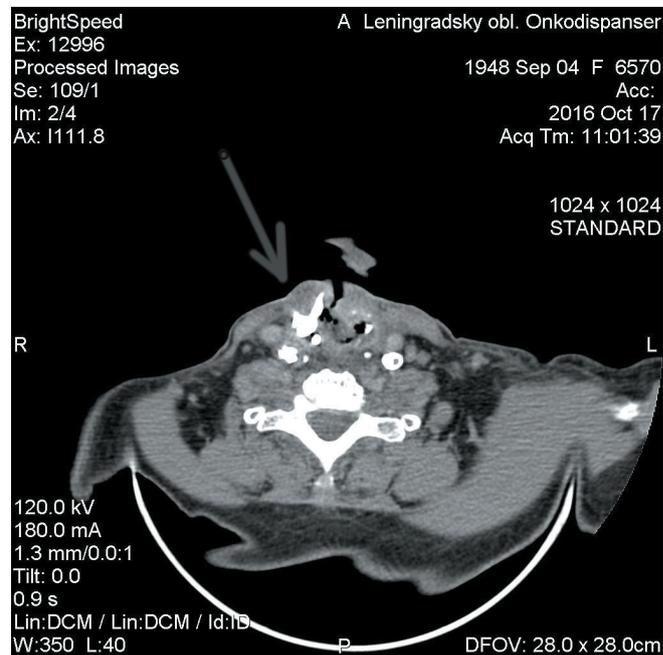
Компьютерная томография пациентки с хондронекрозом гортани (указан стрелкой)
